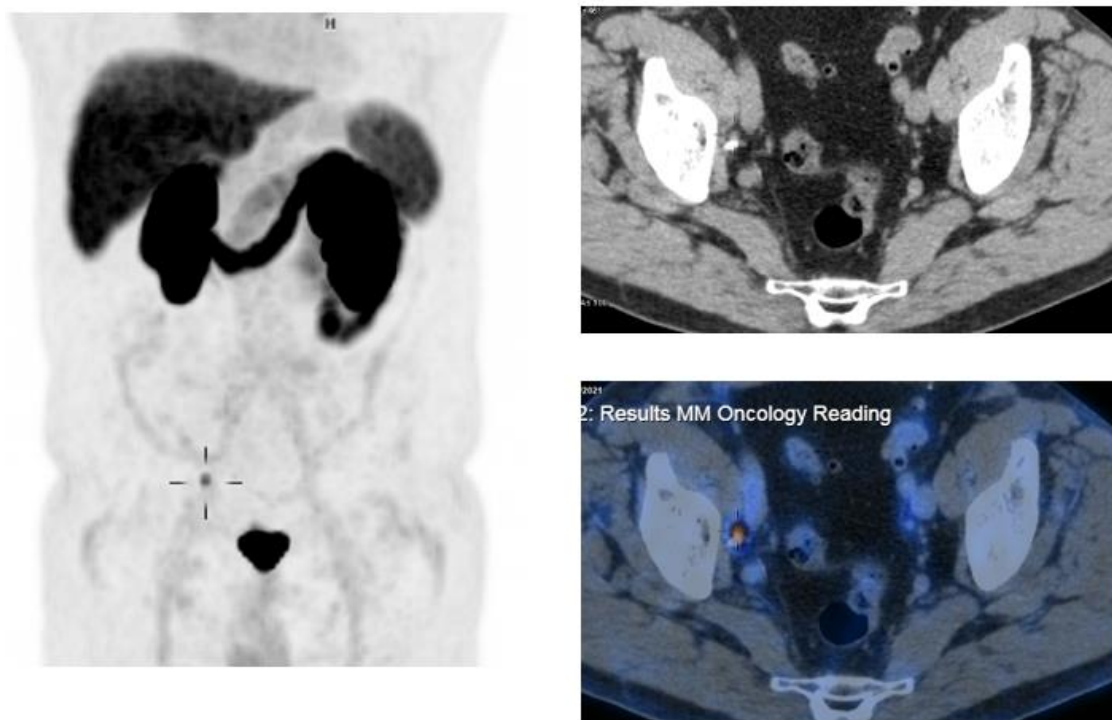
PET-TC con ^{18}F -PSMA, proyección de máxima intensidad y cortes axiales. Paciente con sospecha de recidiva, detección de adenopatía metastásica obturatriz derecha. Imagen cedida por la Unidad Clínica Multihospitalaria de Medicina Nuclear de Aragón.
